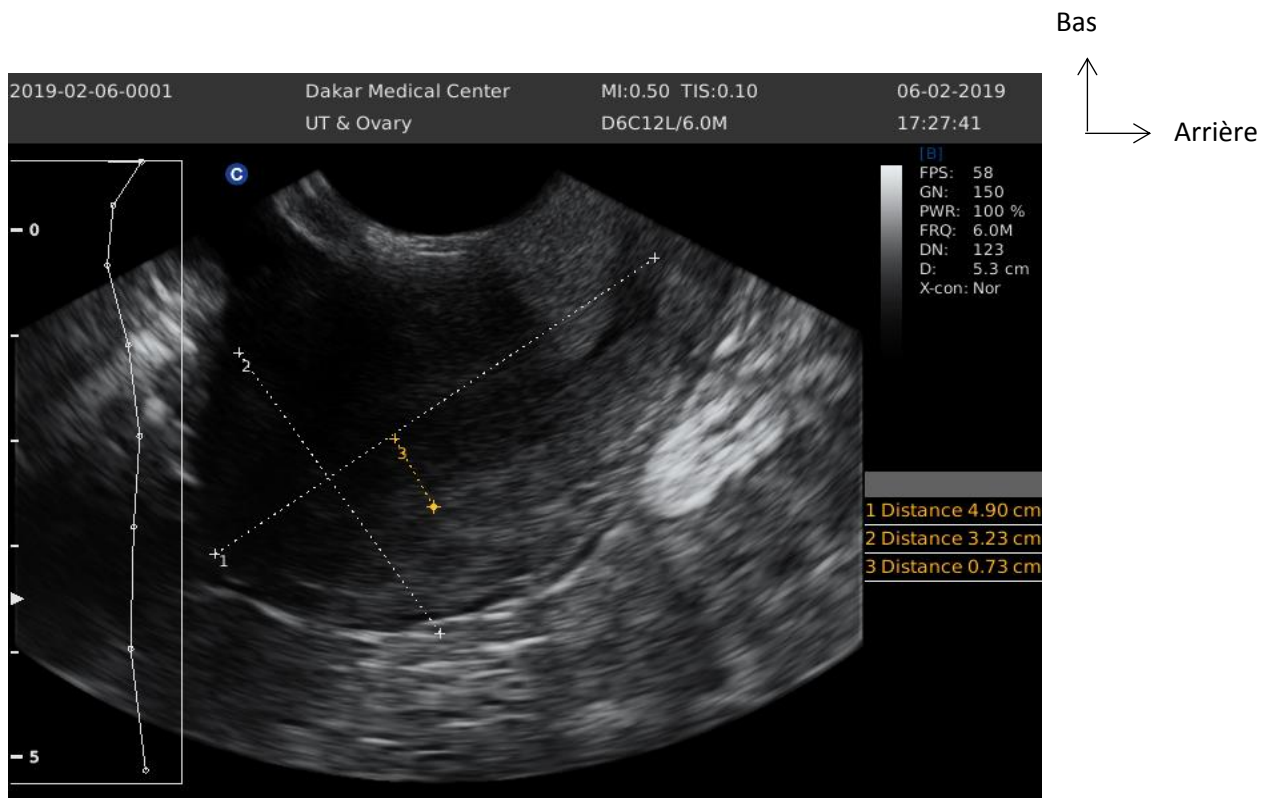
Utérus d'aspect normal vu à l'échographie [23].
